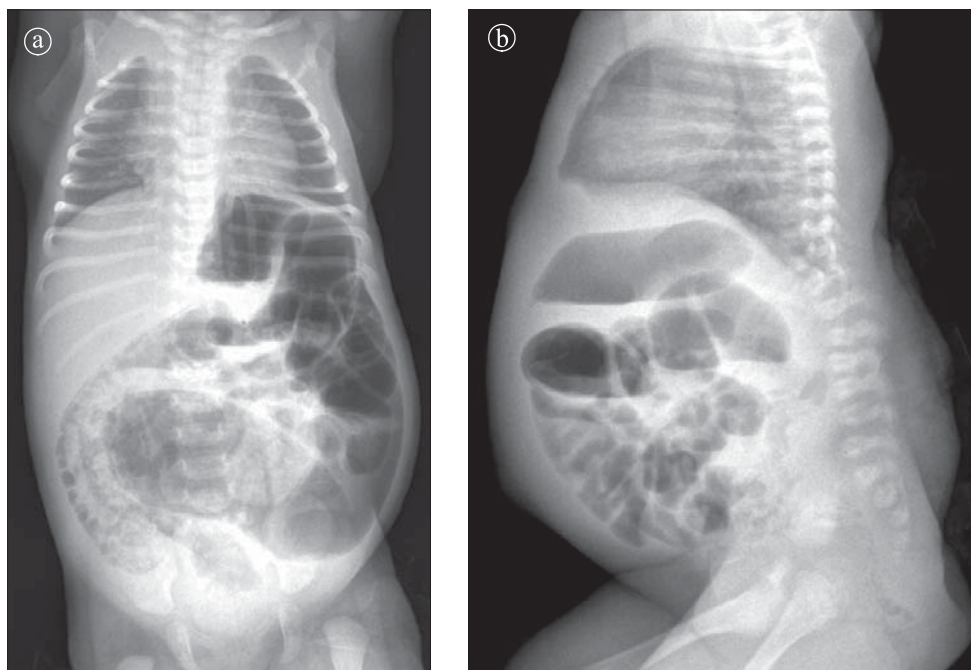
Colită ulcerativă formă severă.. Radiografie abdominală. a) Incidență PA ; b) Incidență LL. Pneumatoză la nivelul colonului ascendent. Perete intestinal îngroșat. Dilatație difuză a colonului și anșelor intestinale. Două nivele hidroaerice.
